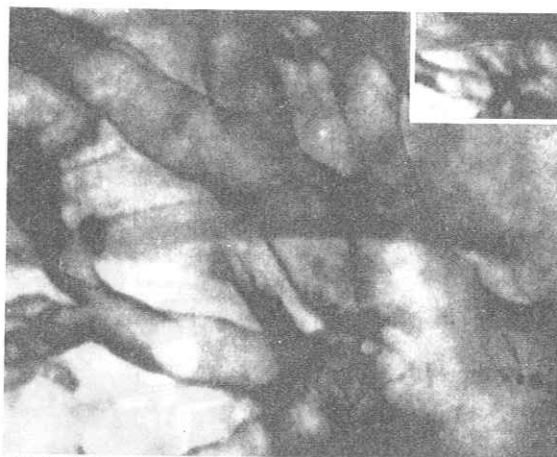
Röntgenaufnahme in 4facher Vergrößerung einer Bronchographie, die das feine Schleimhautrelief der Bronchien zeigt (Testobjekt draht \surd). Rechts oben: Normalaufnahme
